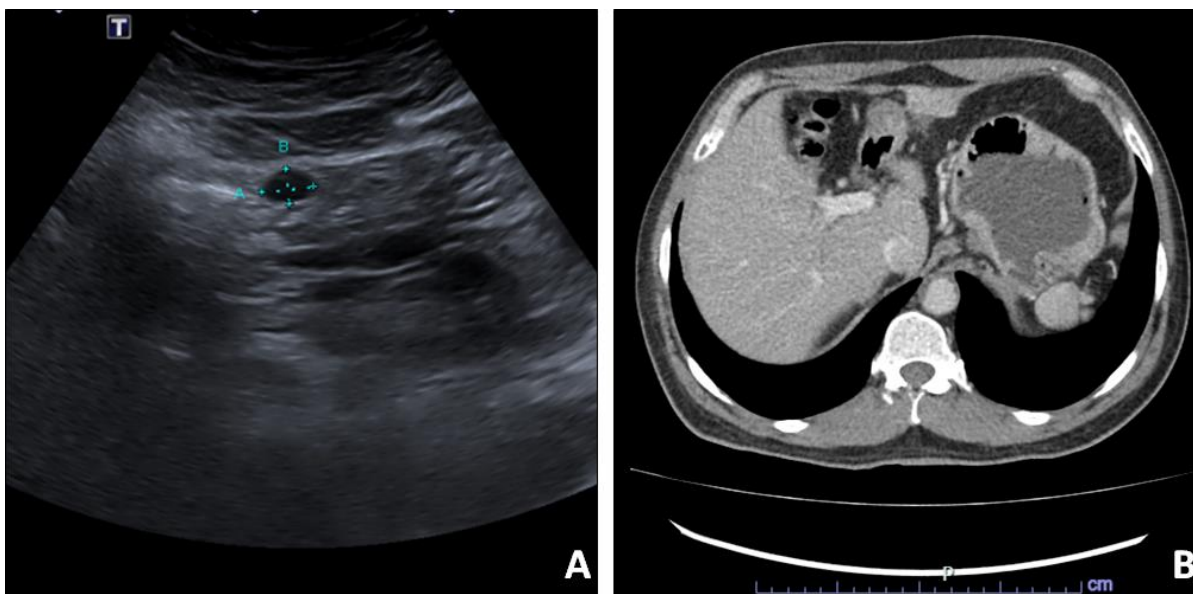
Hallazgos radiológicos. A: Ecografía abdominal. Se visualiza imagen nodular hipoeoica hacia el flanco izquierdo de 13 x 9 mm, en relación a cámara gástrica y bazo. B: Tomografía abdominal contrastada. Cámara gástrica con pliegues de apariencia habitual en donde no se logra definir una masa dependiente de las paredes gástricas, discreta esplenosis en región subdiafragmática.
